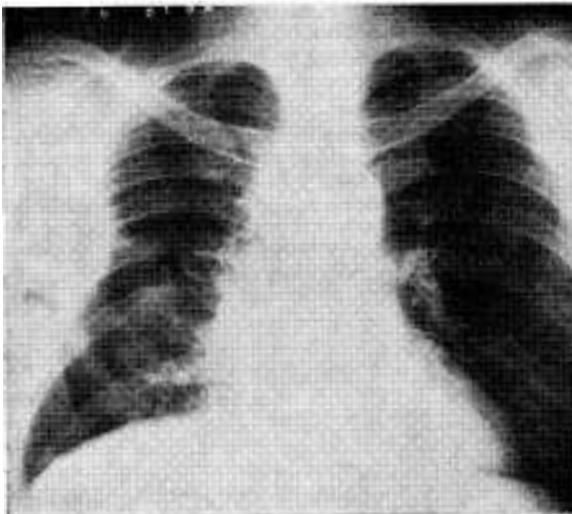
Radiografías de tórax correspondientes a ambos casos.
